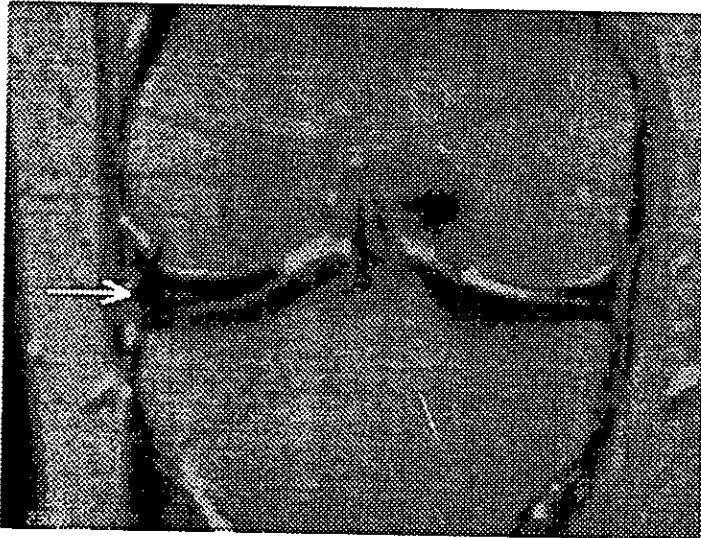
IRM Spin Eco en Coronal T2 con Tiempo de Relajación 550 Tiempo de Eco 15 que muestra Menisco Lateral Discoide con Fractura Horizontal.
